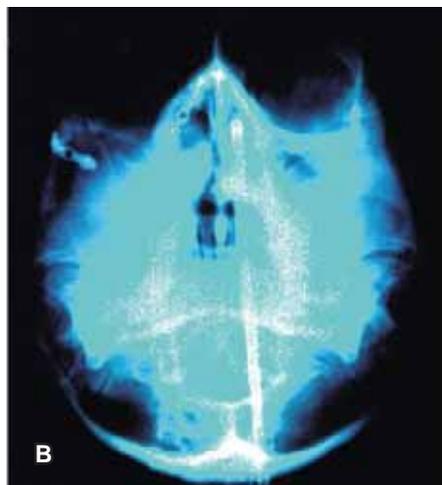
A, aspecto extraoral. B, radiografía postoperatoria. C, aspecto intraoral con obturador palatino.
